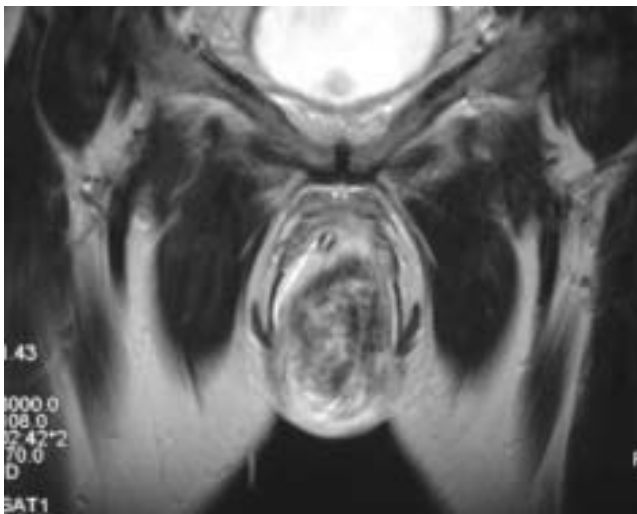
Resonancia magnética nuclear. Imagen coronal en T2 donde se observa tumor de intensidad heterogénea con zonas hiperintensas localizado en región vulvar.
